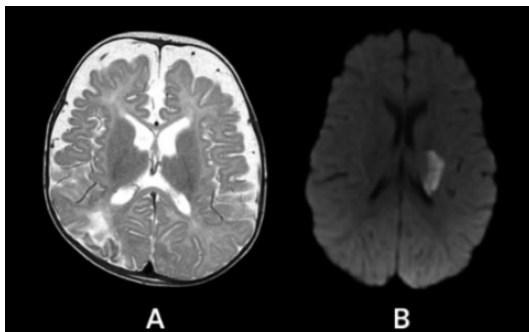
Т2-взвешенное изображение кистозно-глиозных изменений в затылочных долях (А); DWI-изображение левостороннего подострого ишемического инсульта в подкорковых структурах в системе стриарных ветвей средней мозговой артерии (В)
